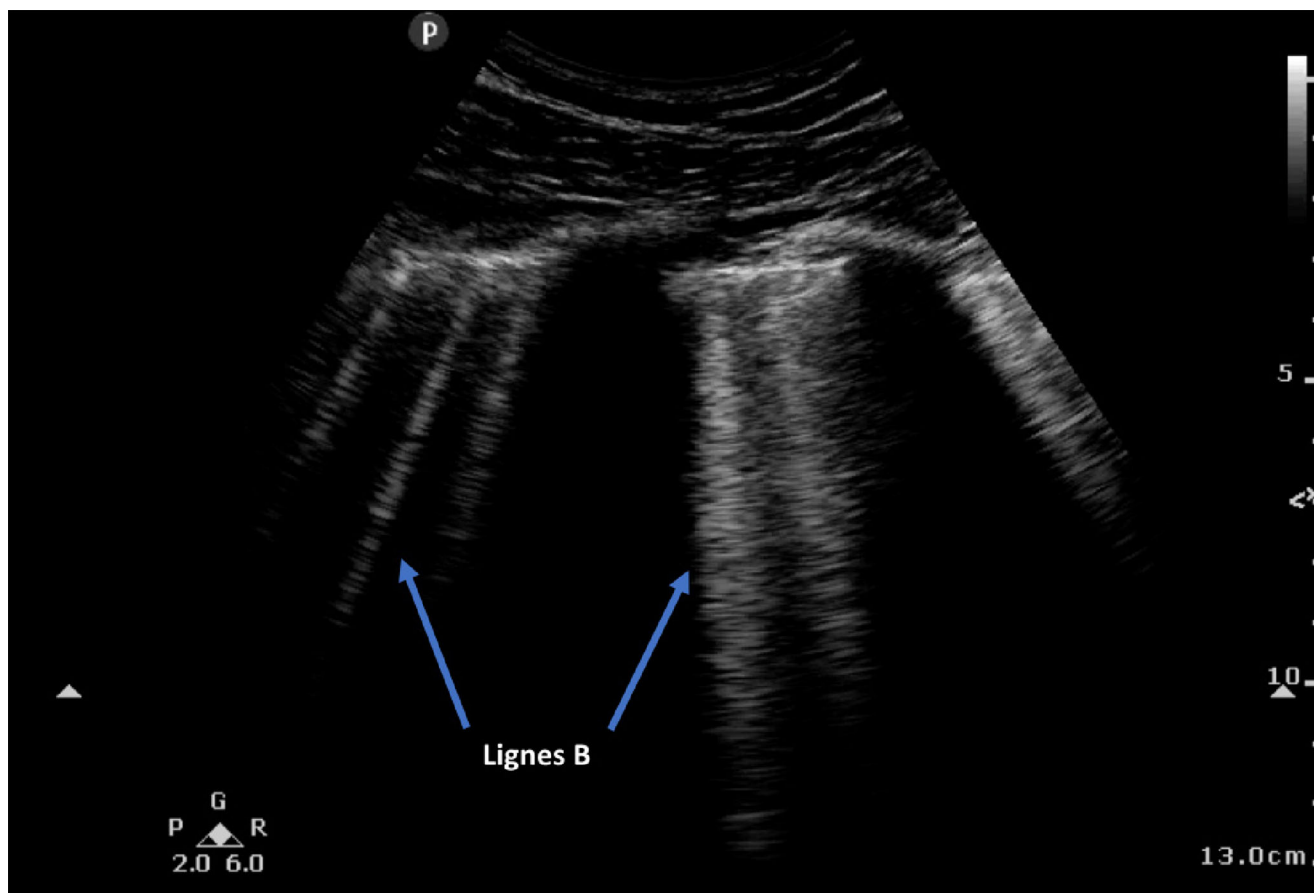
Aspect caractéristique des lignes B en échographie pleuropulmonaire (iconographie des auteurs)
